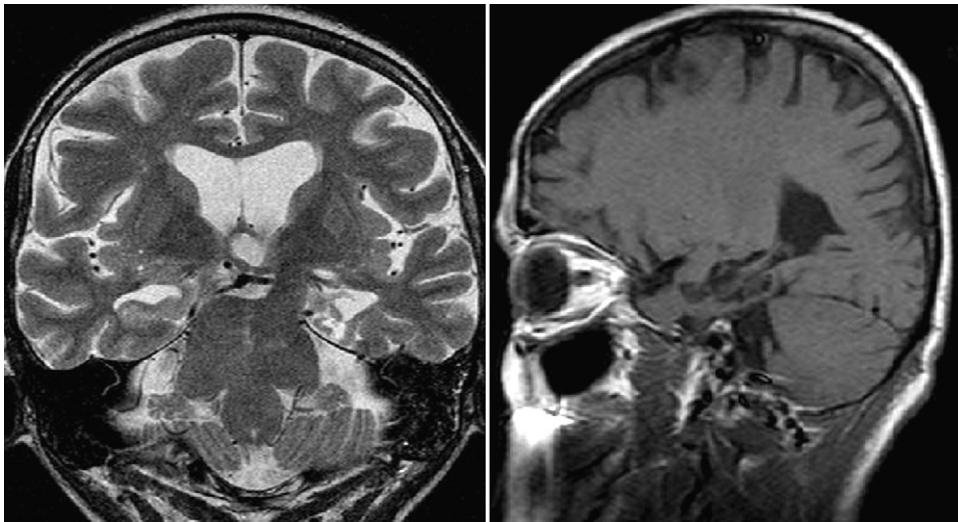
MRI 1 year after the stereotactic operation shows a typical post-necrotic pseudocyst (left panel: TSE T2WI coronal plane; right panel: SE T1WI sagittal plane).
